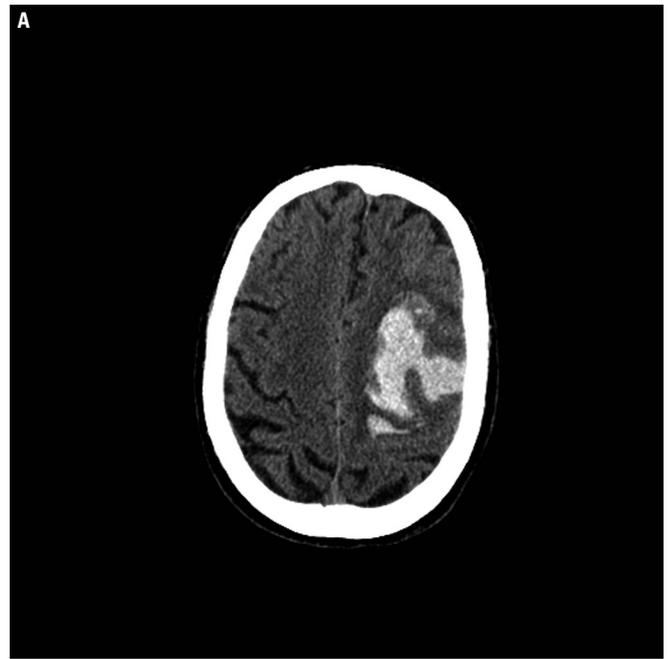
A. Hemorragia lobular frontal izquierda sugestiva de angiopatía amiloide. B. Resonancia magnética cerebral que muestra microsangrados.
